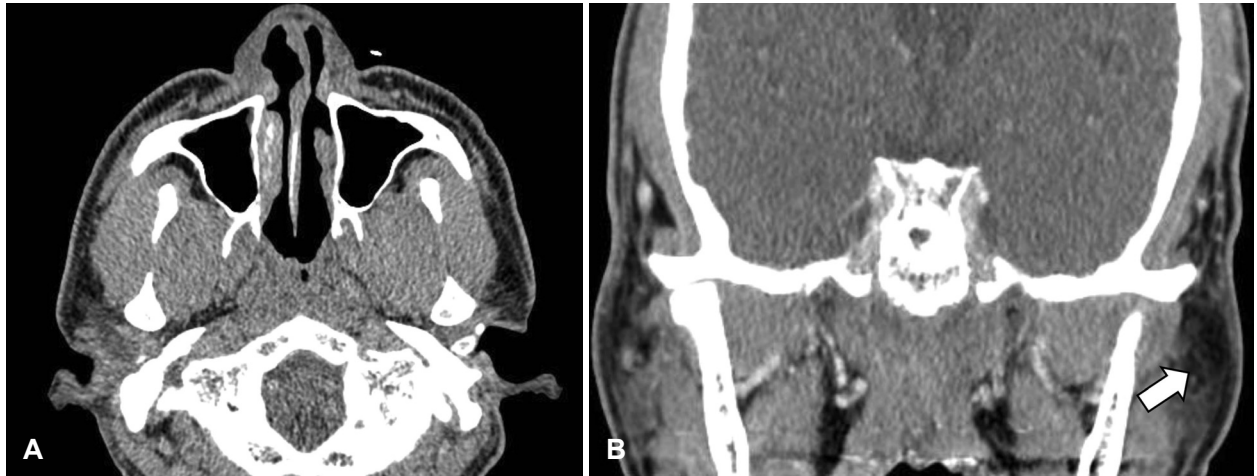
Paranasal sinus CT scan findings 6 month after surgery and anti Tbc medication. A: No evidence of locoregional recurrence in the nasopharynx was found. B: Lymph node in left intraparotid region was decreased (arrow).
